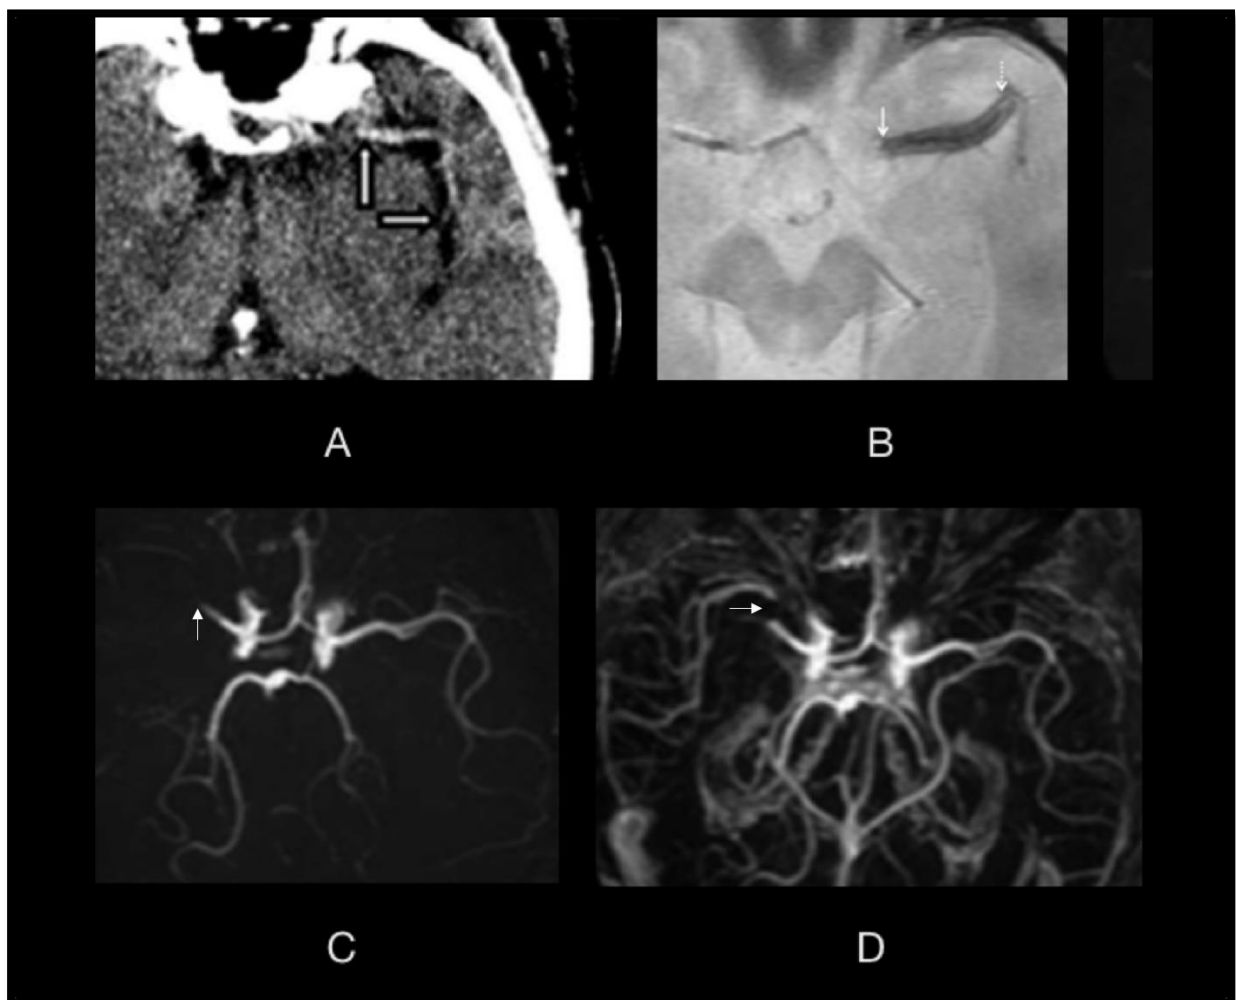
Darstellung des hyperdensen Medialzeichens im CT (A, Bild adaptiert von ³⁴), des SVS in der T2* (B, Bild adaptiert von ²⁹) und Darstellung des Flusssignals proximal als auch distal eines Thrombus in der Post-KM MRA, sowie zum Vergleich die Prä-KM MRA (C,D, Bild adaptiert von ³³).
